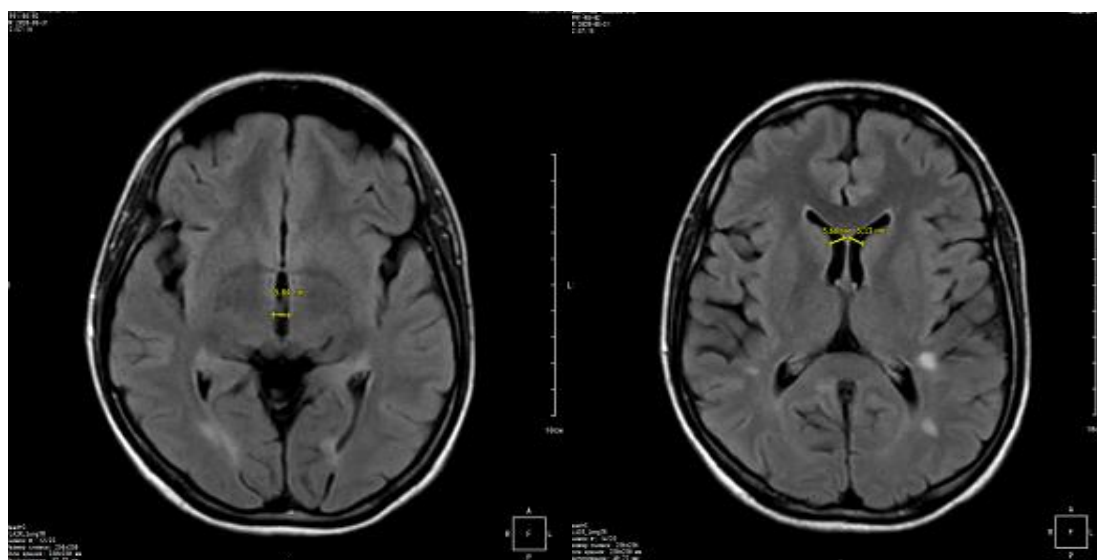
Аксиальные МР-изображения головного мозга больного Т. в режиме FLAIR: А – ширина III желудочка; Б – ширина передних рогов боковых желудочков; В – ширина тел боковых желудочков
